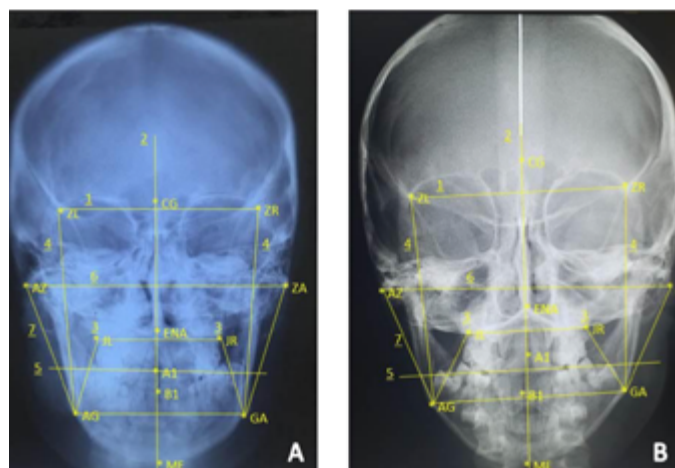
Telerradiografias frontal A (paciente 1) e B (paciente 2).
